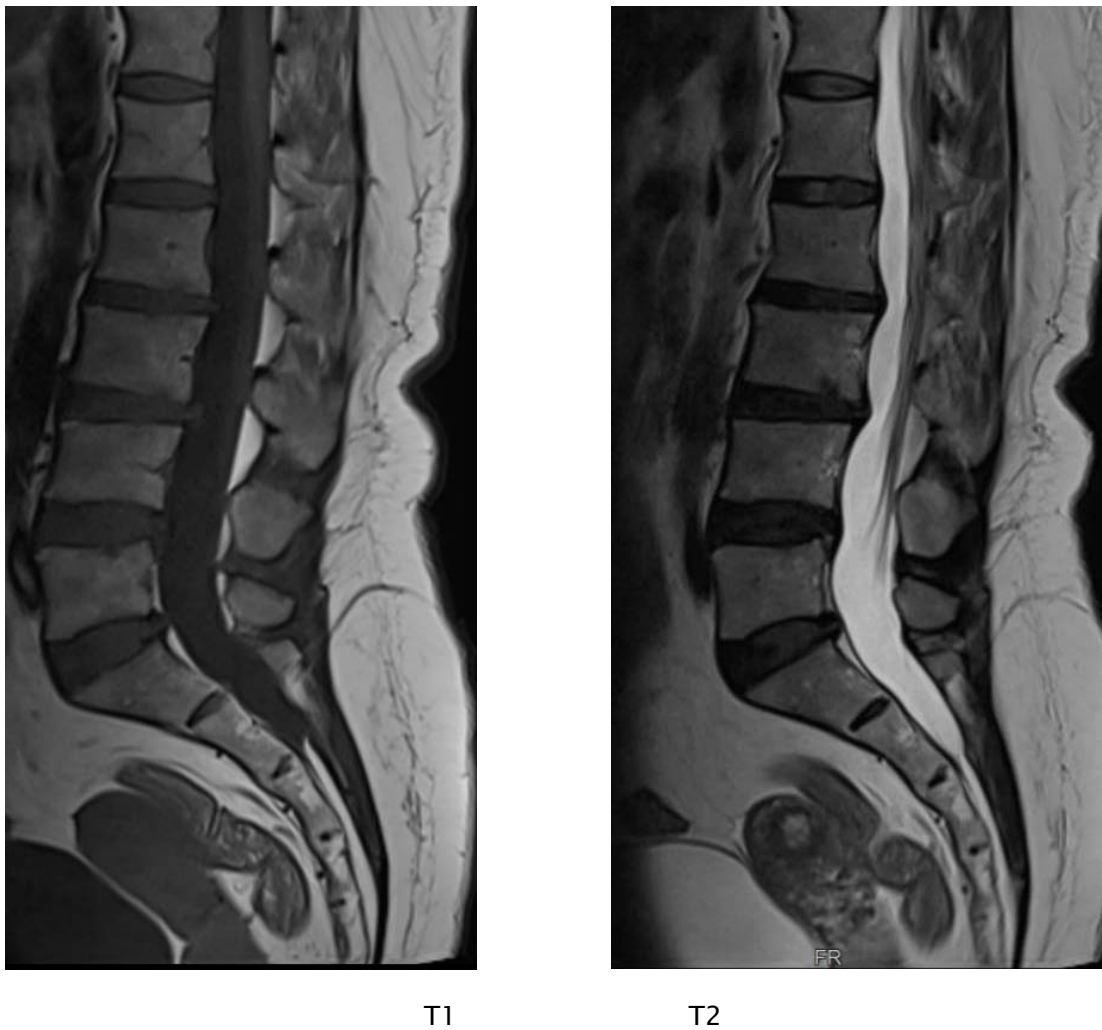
IRM lombaire en pondération T1, T2 coupe sagittale avec inversion de la lordose lombaire
